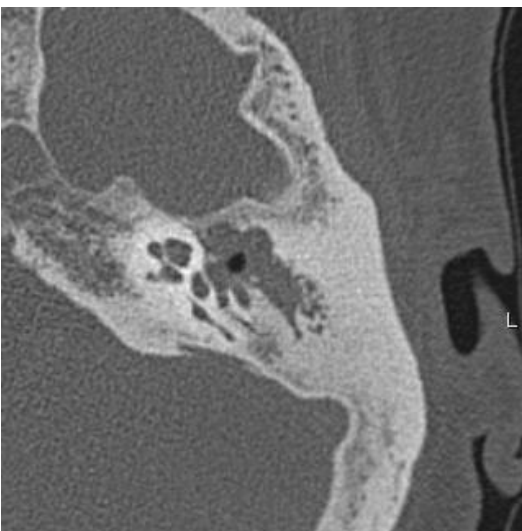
Tomografía de hueso temporal en cortes coronales donde se observa espacio de Prusak ocupado por una lesión ovalada de bordes lobulados bien definidos con unidades de atenuación de - 100 hasta 40 Uh, con remodelación ósea.
